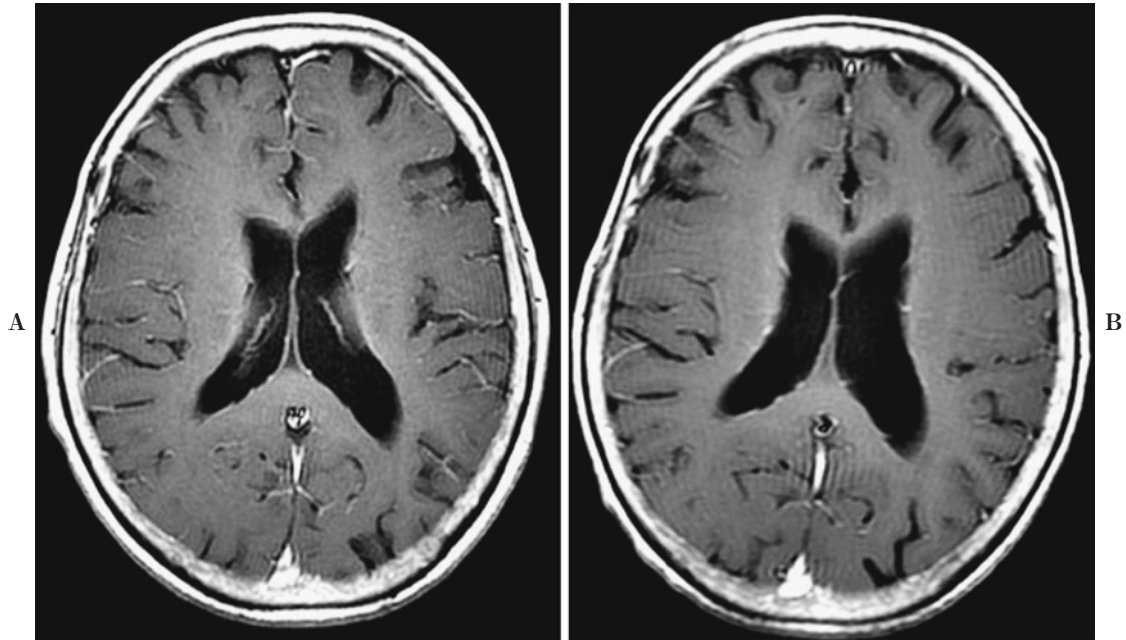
Enhanced brain MRI (Case 3). A: At onset of malignant meningitis. There was slight enhancement of leptomeningeal disseminations on the surface of the cerebral fissure. B: After administration of gefitinib. There was not progression of leptomeningeal disseminations for 5 months.
